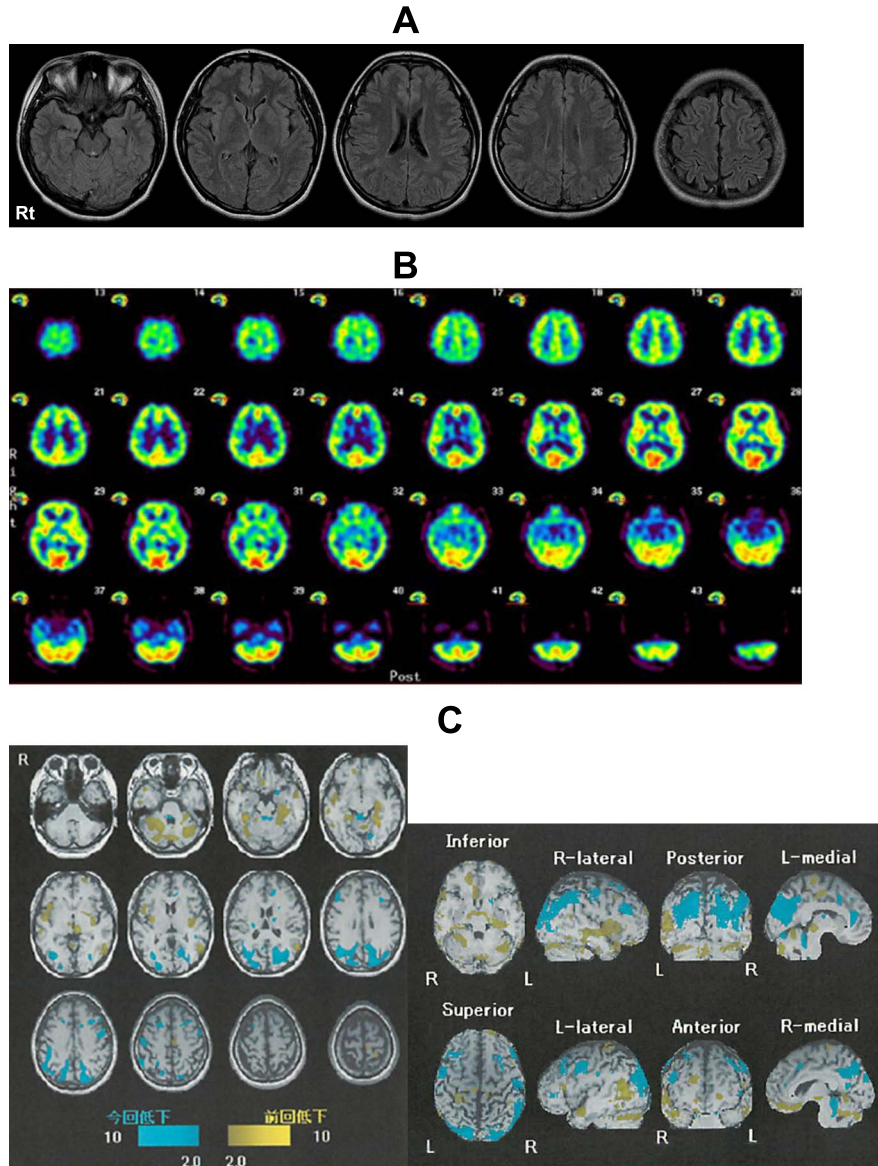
Brain images of Patient 4, Fig. 1A and 1B were of initial examination at 10 years from onset of paroxysmal kinesigenic choreoathetosis (PKC). Fig. 1C was the comparison of SPECT images of initial with follow-up ones.
